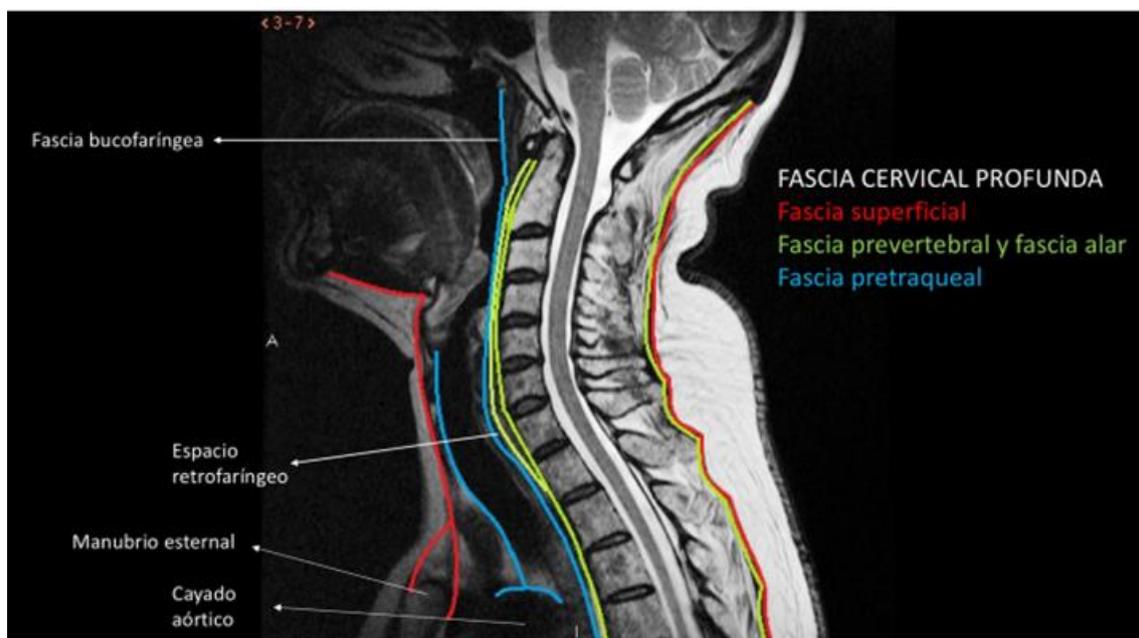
Imagen de RM de cuello en plano sagital. Se marcan en diferentes colores las capas que forman la fascia cervical profunda.¹⁷
